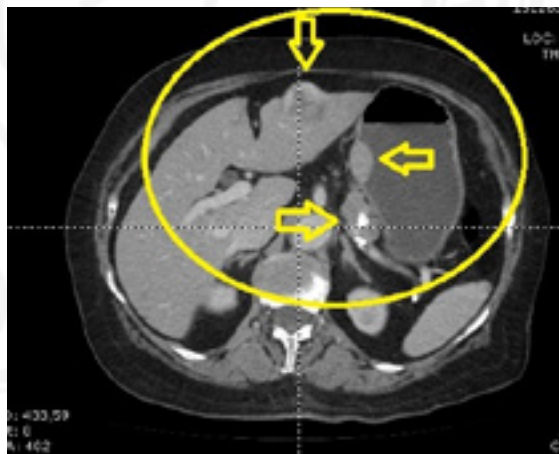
b: TAC de abdomen y pelvis, corte axial: Las flechas señalan los tres tumores encontrados en este paciente. Relaciones entre el hemangioma hepático, el tumor pancreático y el gástrico.
